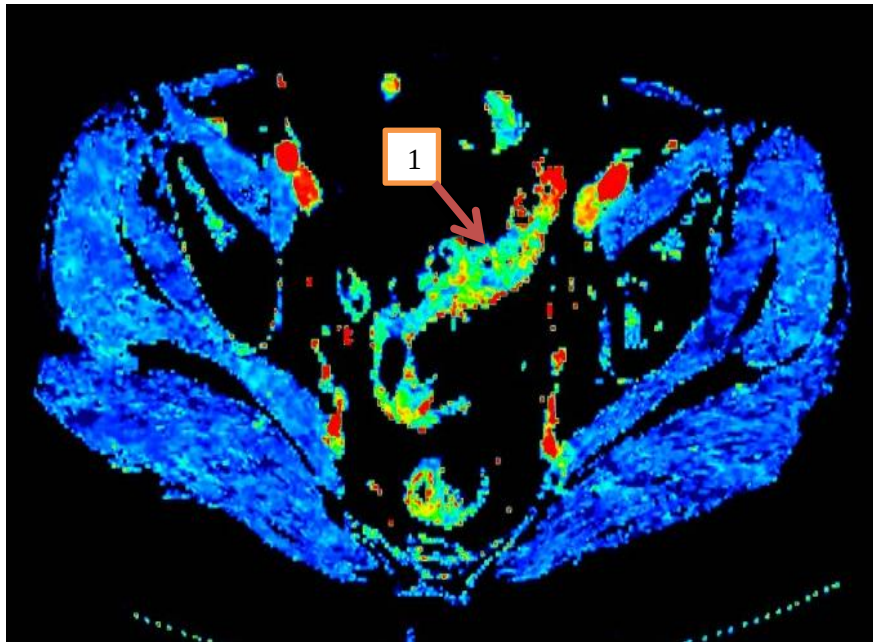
Пациент Б., 55 лет. Перфузионная параметрическая карта поперечного сегмента сигмовидной кишки с определением показателя объема регионарного кровотока Blood Volume ($BV=75,1$ мл/100г), стрелка 1.
